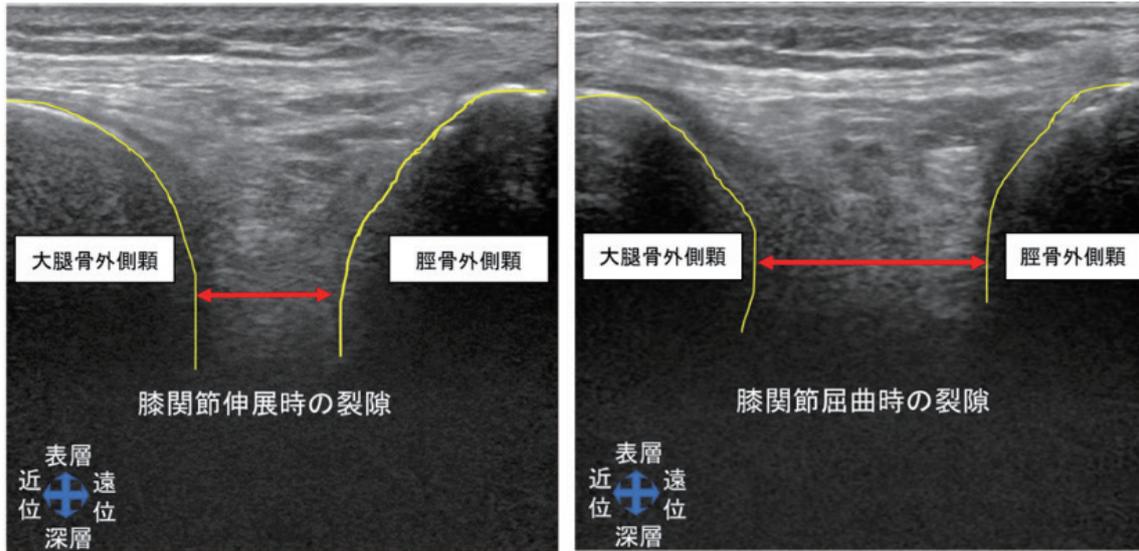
抽出した超音波画像の一例（大腿骨内側顆・外側顆を抽出し、膝関節運動に伴う裂隙の変化）
